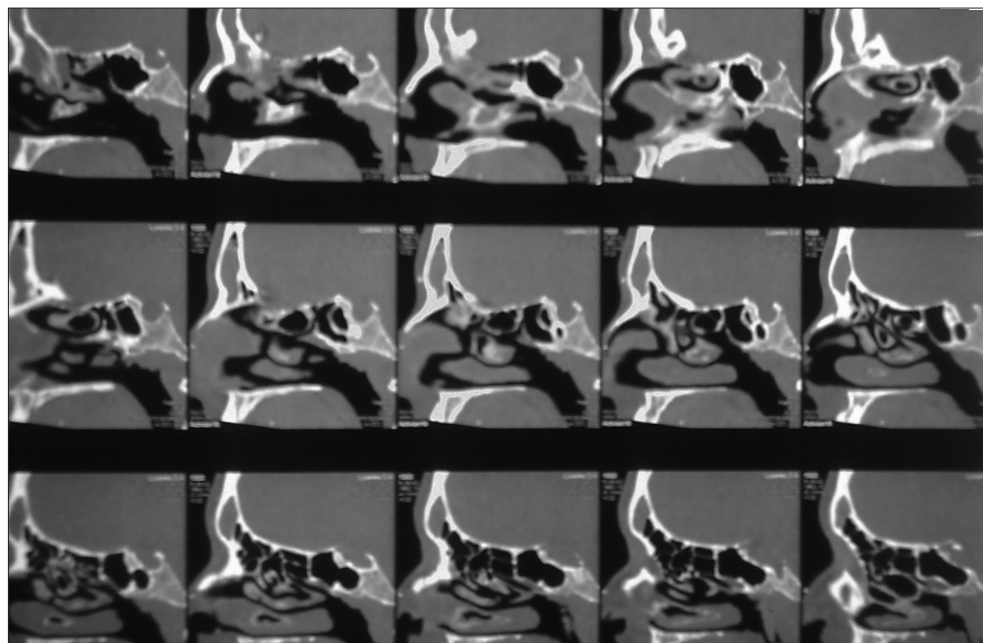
КТ ПНП хворої У., 37 років (бокова проекція). Мукоцеле ЛП
